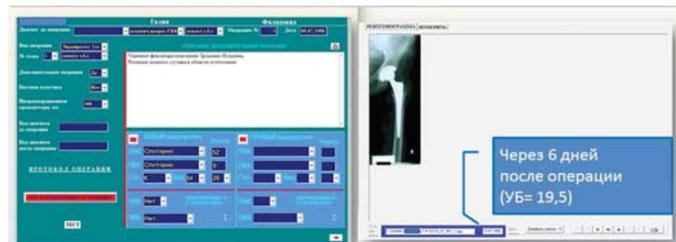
Экранные формы раннего послеоперационного периода. слева – окна описания дополнительной операции (удаление фиксатора – пластинки Трощенко-Нуждина, резекция ложного сустава в области остеотомии) и наименований установленных компонентов эндопротеза и их размеров с указанием стороны сустава (левый ТБС, система Споторно); справа – окно просмотра рентгенограммы пациентки через 6 дней после операции.
